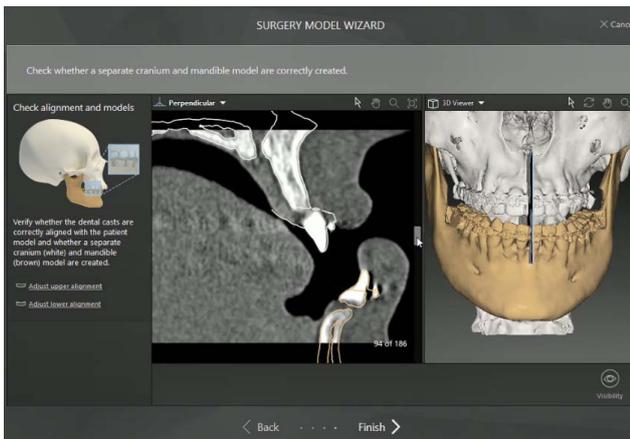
Uno de los pasos importantes en la planificación digital es lograr la superposición de los archivos de los modelos escaneados sobre la tomografía computada. Existen herramientas para chequear que la superposición sea exacta.
